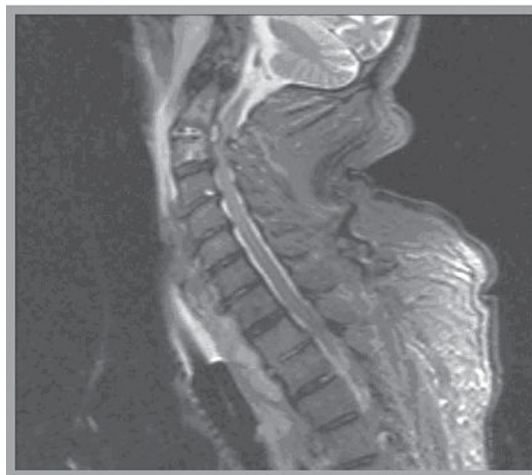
IRM séquence STIR (plan sagittal) : érosion des plateaux vertébraux C2-C3, hypersignal au niveau des corps vertébraux C2 et C3 avec collection épidurale adjacente qui comprime la moelle épinière.
